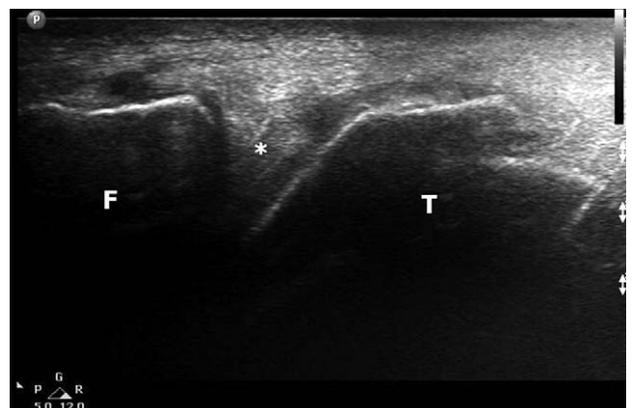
Follow up ultrasonography at 1 year after surgery. Repaired right lateral meniscus (asterisk) shows no gap in peripheral area (F: femur, T: tibia).
